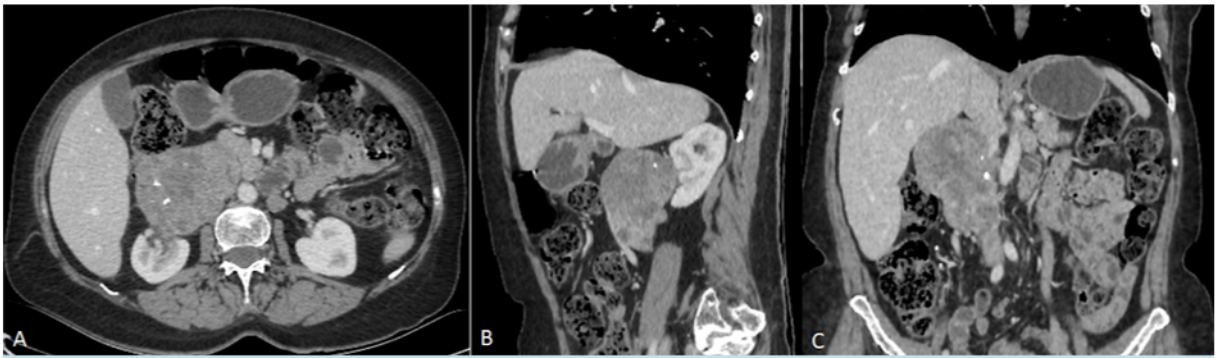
TC de abdomen en fase portal. A) Imagen axial donde se observa masa retroperitoneal bien delimitada, con realce heterogéneo con el medio de contraste, presenta calcificaciones centrales. Engloba completamente la VCI. B) imagen en sagital donde se observa contacto con el riñón derecho, en C) imagen coronal donde se observa la extensión longitudinal del tumor y el compromiso de la VCI.
